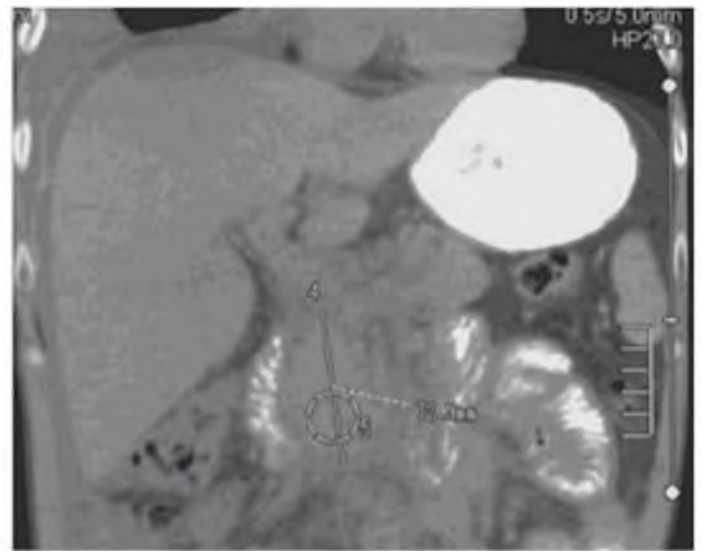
КТ органов брюшной полости. Конгломерат увеличенных внутрибрюшных и забрюшинных лимфоузлов
